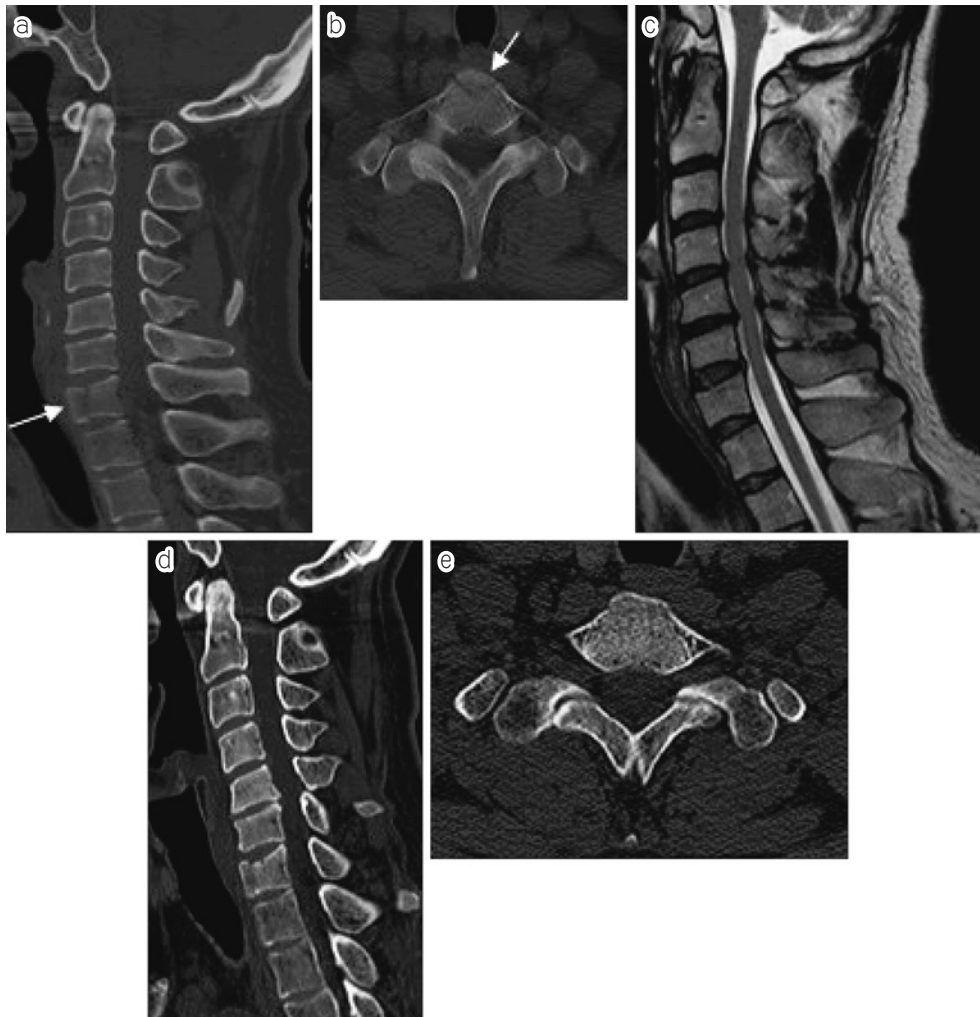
a) 初診時CT矢状断 第7頸椎椎体骨折を認める(矢印)
